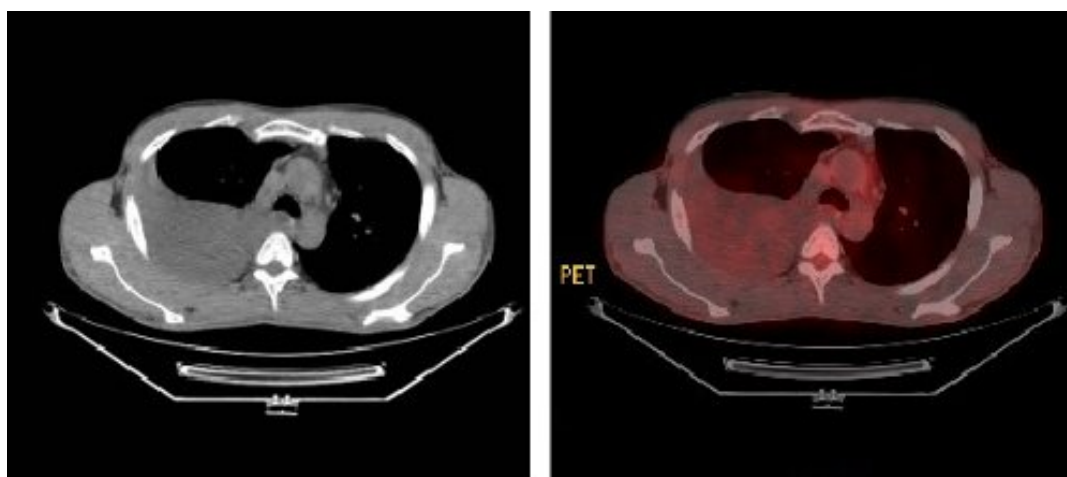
Izquierda, corte axial de CT; derecha, fusión PET/CT. Derrame pleural derecho con captación de 18F-FDG.
